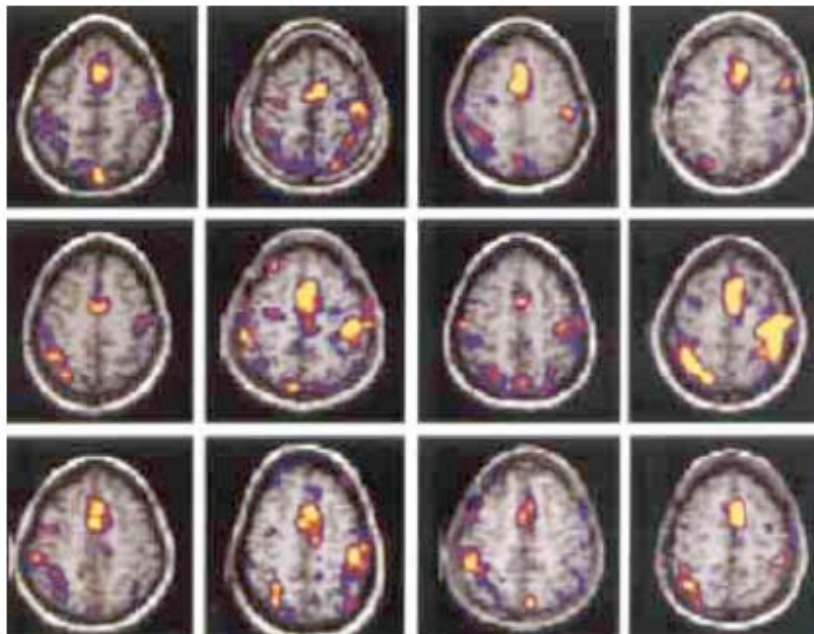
Resonancia magnética funcional, la cual muestra distintas áreas comprometidas en funciones específicas de integración cortical. Se observa atrofia cerebral y áreas de pérdida de actividad cortical. ⁽¹³⁾
